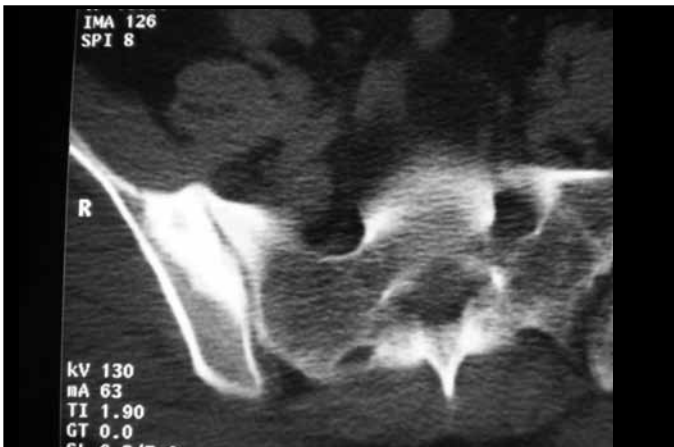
Caso 2: tomografia computadorizada, osso íliaco direito.
